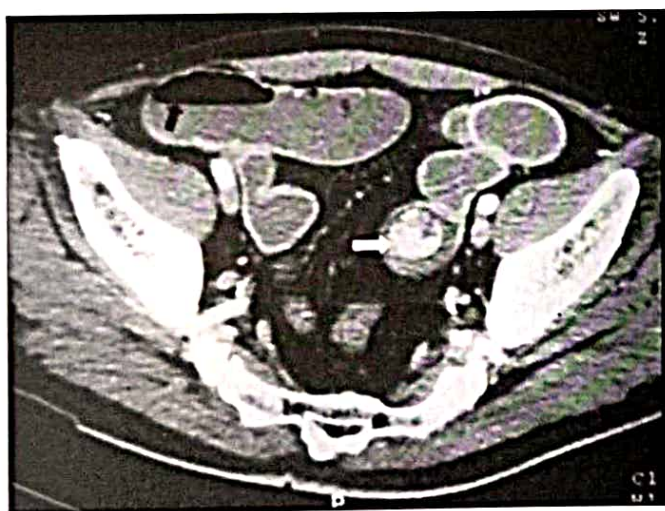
TDM abdominale en coupes axiales après injection d'iode : Niveaux hydro-aériques de type grêliques (flèche pleine noire) en amont d'un calcul biliaire en position aberrante dans la partie gauche de l'abdomen (flèche pleine blanche) [4]
